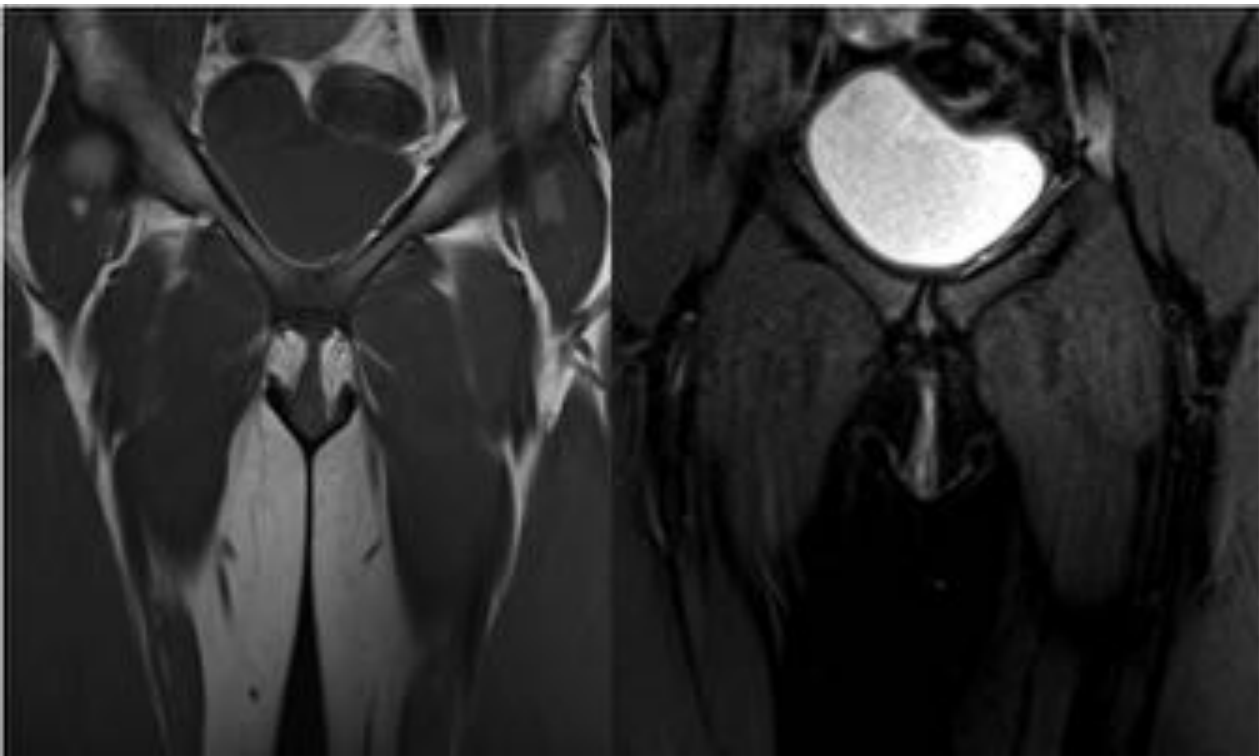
Mujer de 19 años con historia de dolor inguinal persistente de 3 meses de evolución que empeora con la actividad deportiva. RM coronal T1 y T2 IRse muestra cambios por edema de médula ósea de ambas vertientes de la sínfisis púbica, simétrico, sin otros signos de afectación articular, sugerente de osteítis púbica. No se apreciaron alteraciones de los orígenes e inserciones tendinosas.
